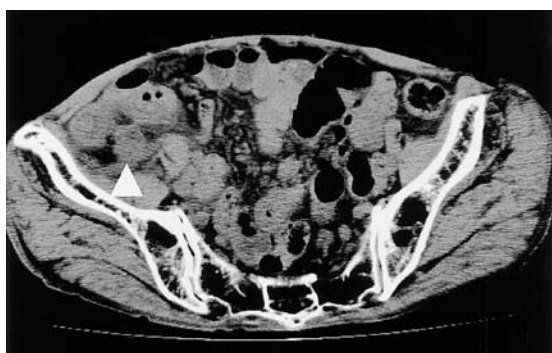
腹部単純 CT: 回腸末端付近に不均一な壁肥厚像と周囲脂肪織の濃度上昇を認めた.
